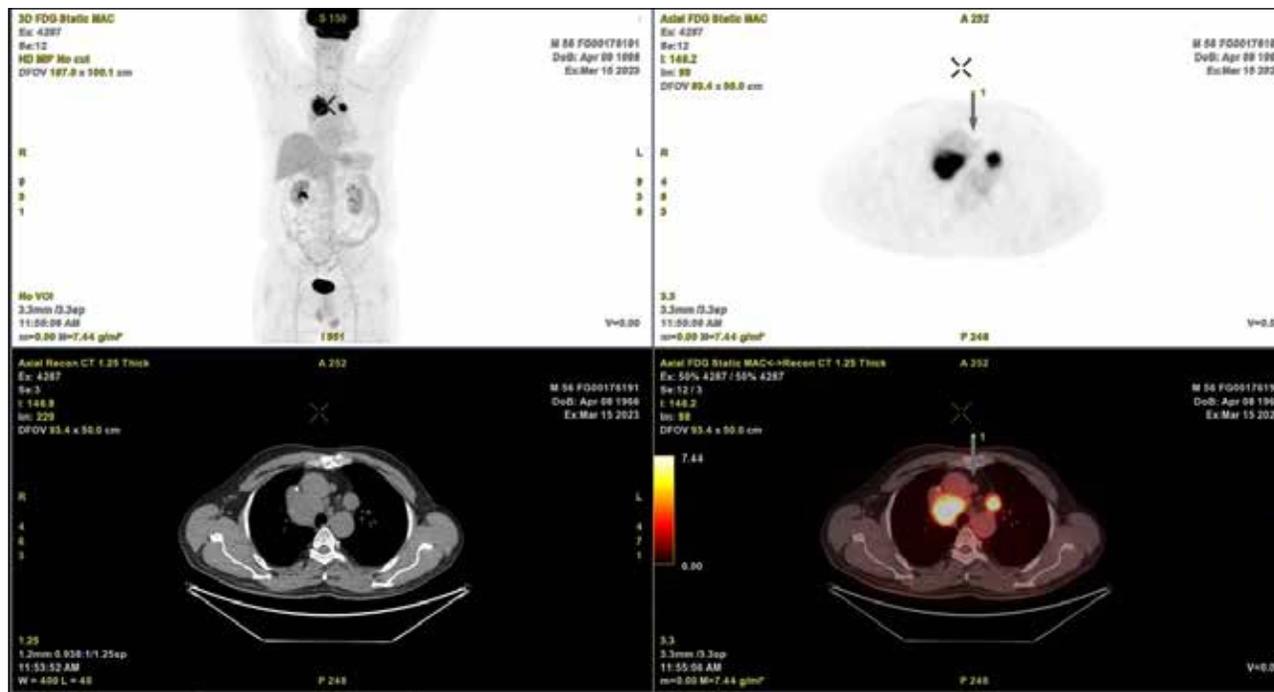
Контрольная ПЭТ КТ от 15.03.2023 — разнонаправленная динамика (5 баллов по шкале Deauville)
